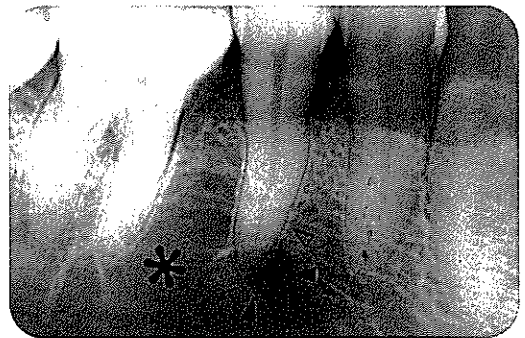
#45치아 하방에서 관찰되는 방사선투과성 부위는 이공으로(검은색 화살표머리) #45치아의 치조백선(흰색 화살머리) 정상적으로 관찰되는 것을 볼 수 있다. 별표로 표시된 부위는 골소주(trabecular)가 다소 적어서 방사선투과성이 증가된 것으로 관찰되나 정상적인 골수강의 모양이다.
